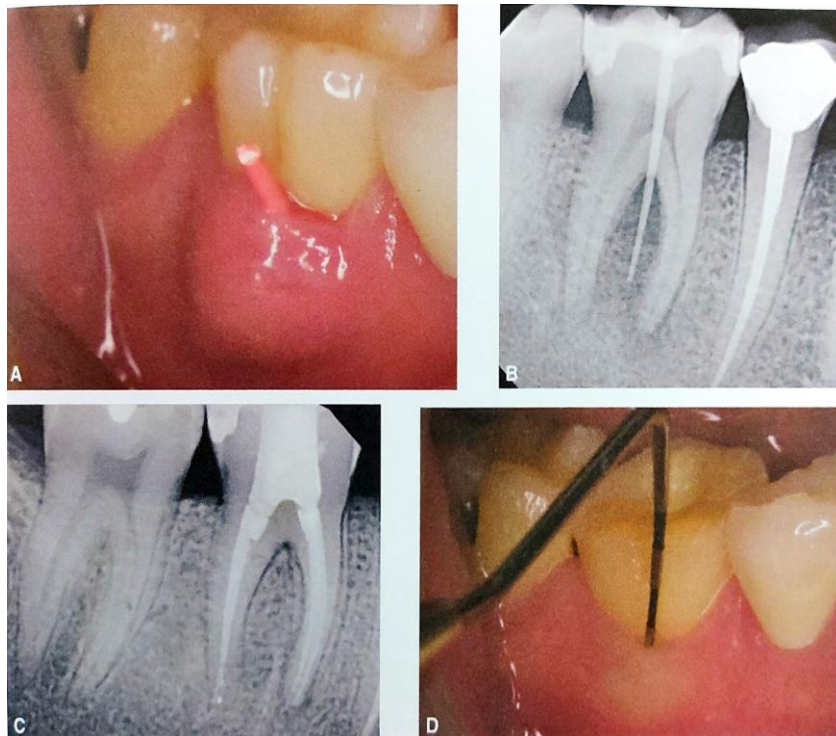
Se presenta caso resumido de una enfermedad endodóntica primaria en un primer molar inferior con necrosis pulpar. A. se ve un absceso por vestibular y se traza con un cono de gutapercha. B. Radiografía periapical muestra radiolúidez en furca. C. se realiza tratamiento de conducto, se ve cicatrización ósea activa. D. se recuperan los tejidos adyacentes. 4 (cortesía del Dr. Ziv Simon, CA, USA). Tomada de Rotstein I, Ingle JI. Ingle's Endodontics 7. Pág. 1119. (Rotstein & Ingle, 2019)
